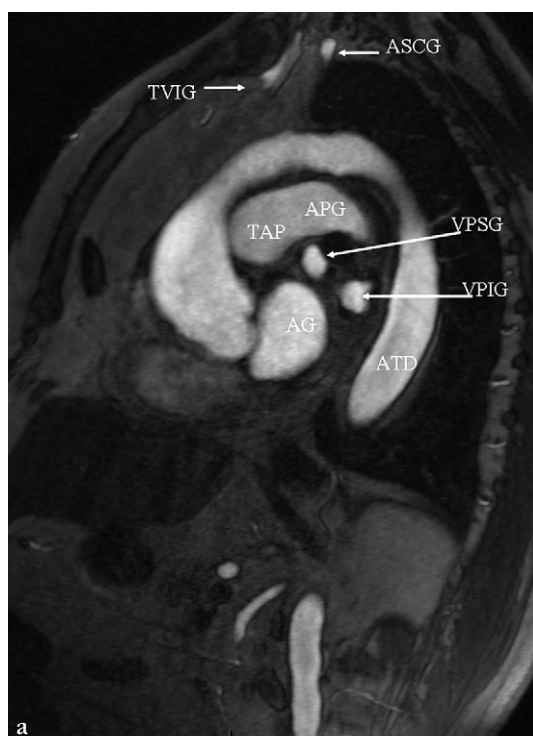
Angio-IRM thoracique.
